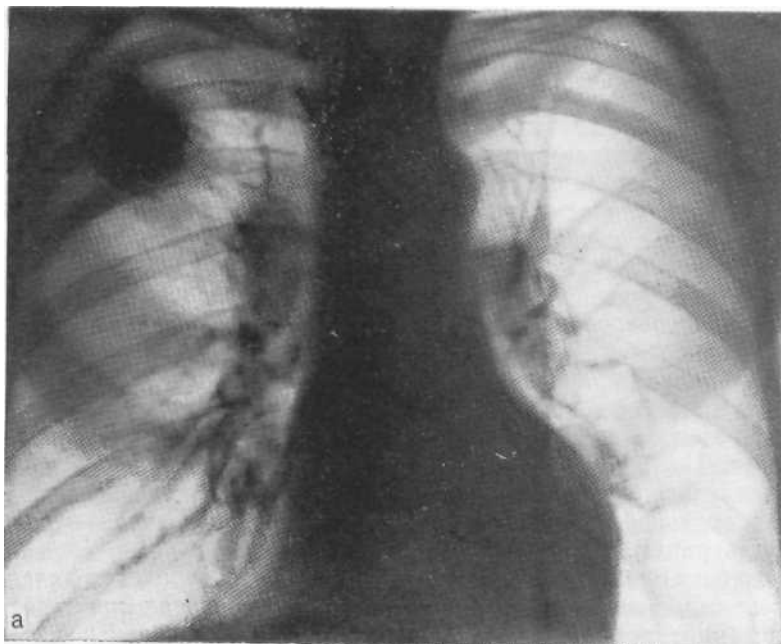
Рентгенограмма в прямой (а) и томограмма в боковой (б) проекциях. Хроническая пневмония. Фокус затемнения имеет округлую форму только в прямой проекции, в боковой — форма его лентовидная. Операция.
